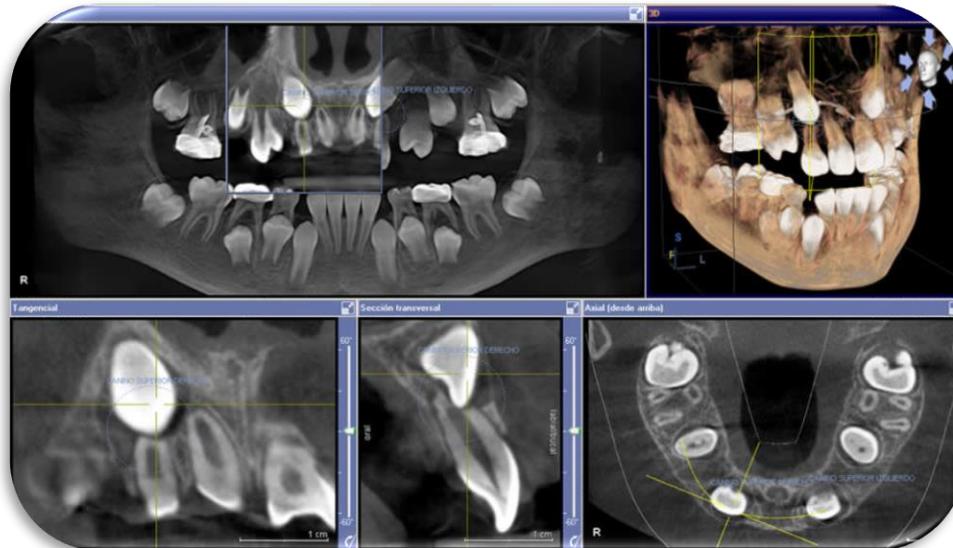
Uso de la tomografía, caninos retenidos, pantalla múltiple. ⁶⁶
